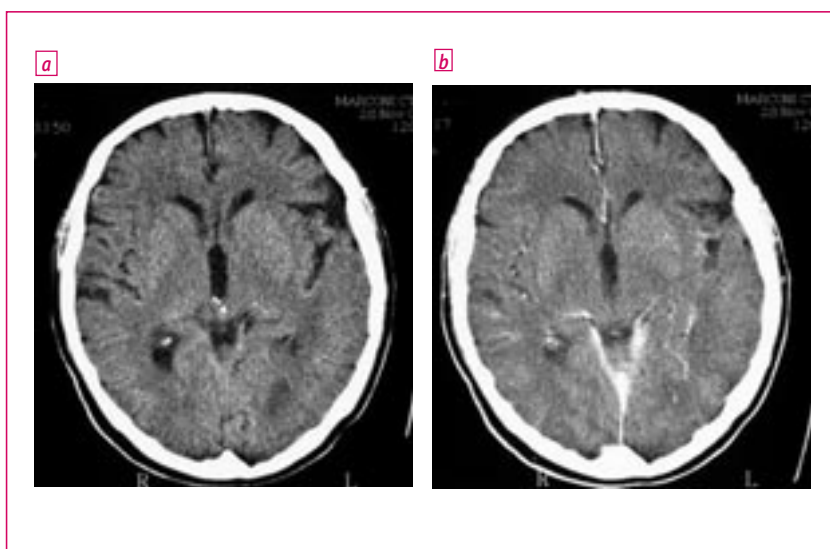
Examen TDM cérébral fait dans les 24 heures de l'apparition de signes neurologiques chez un patient hospitalisé pour endocardite mitrale. Avant injection (a), hypodensité temporale gauche peu marquée ; après injection (b), prise de contraste linéaire au centre de l'hypodensité correspondant à une reperfusion dans le territoire infarci. La topographie et la morphologie de l'ischémie sont très en faveur de son origine embolique.
